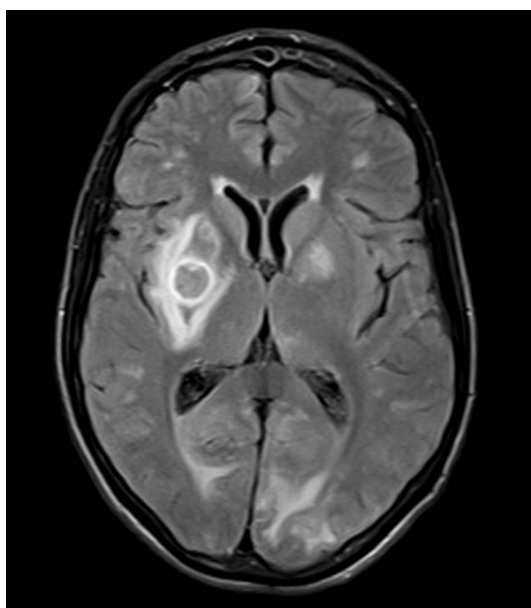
RNM FLAIR mostrando lesão de aspecto nodular com realce periférico pelo contraste na região dos núcleos da base à direita.
